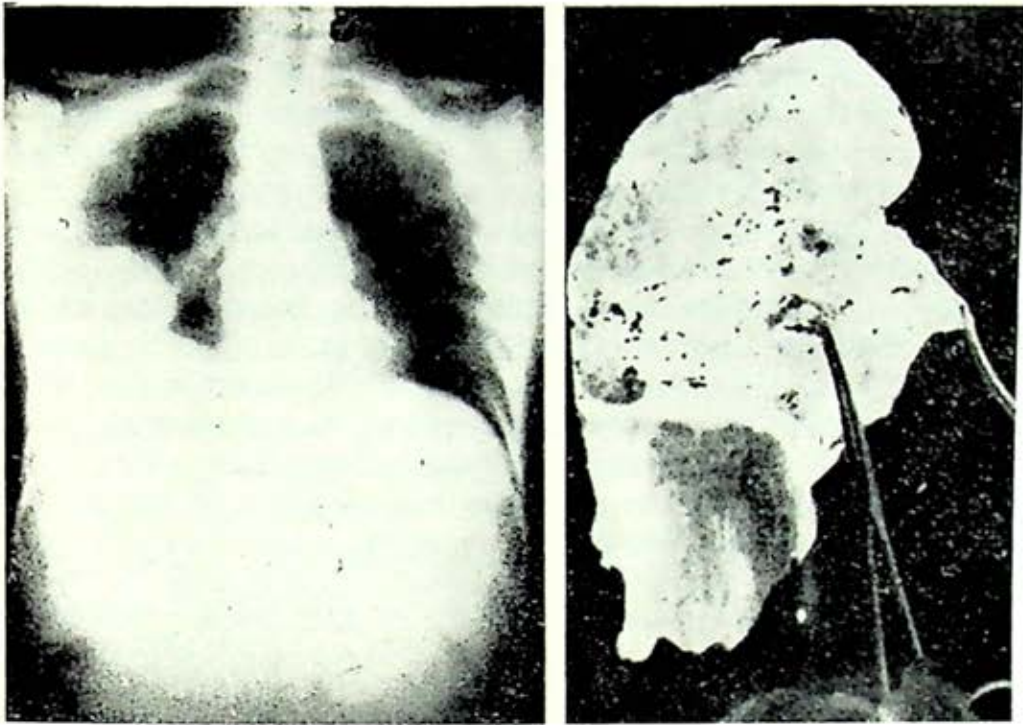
Radiografía antes de la operación.
